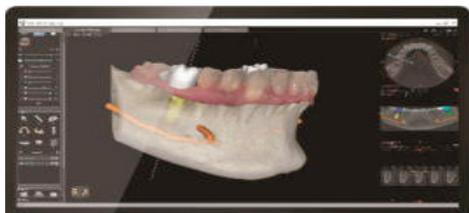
Fusión CBCT y escáner intraoral con software de planificación.
